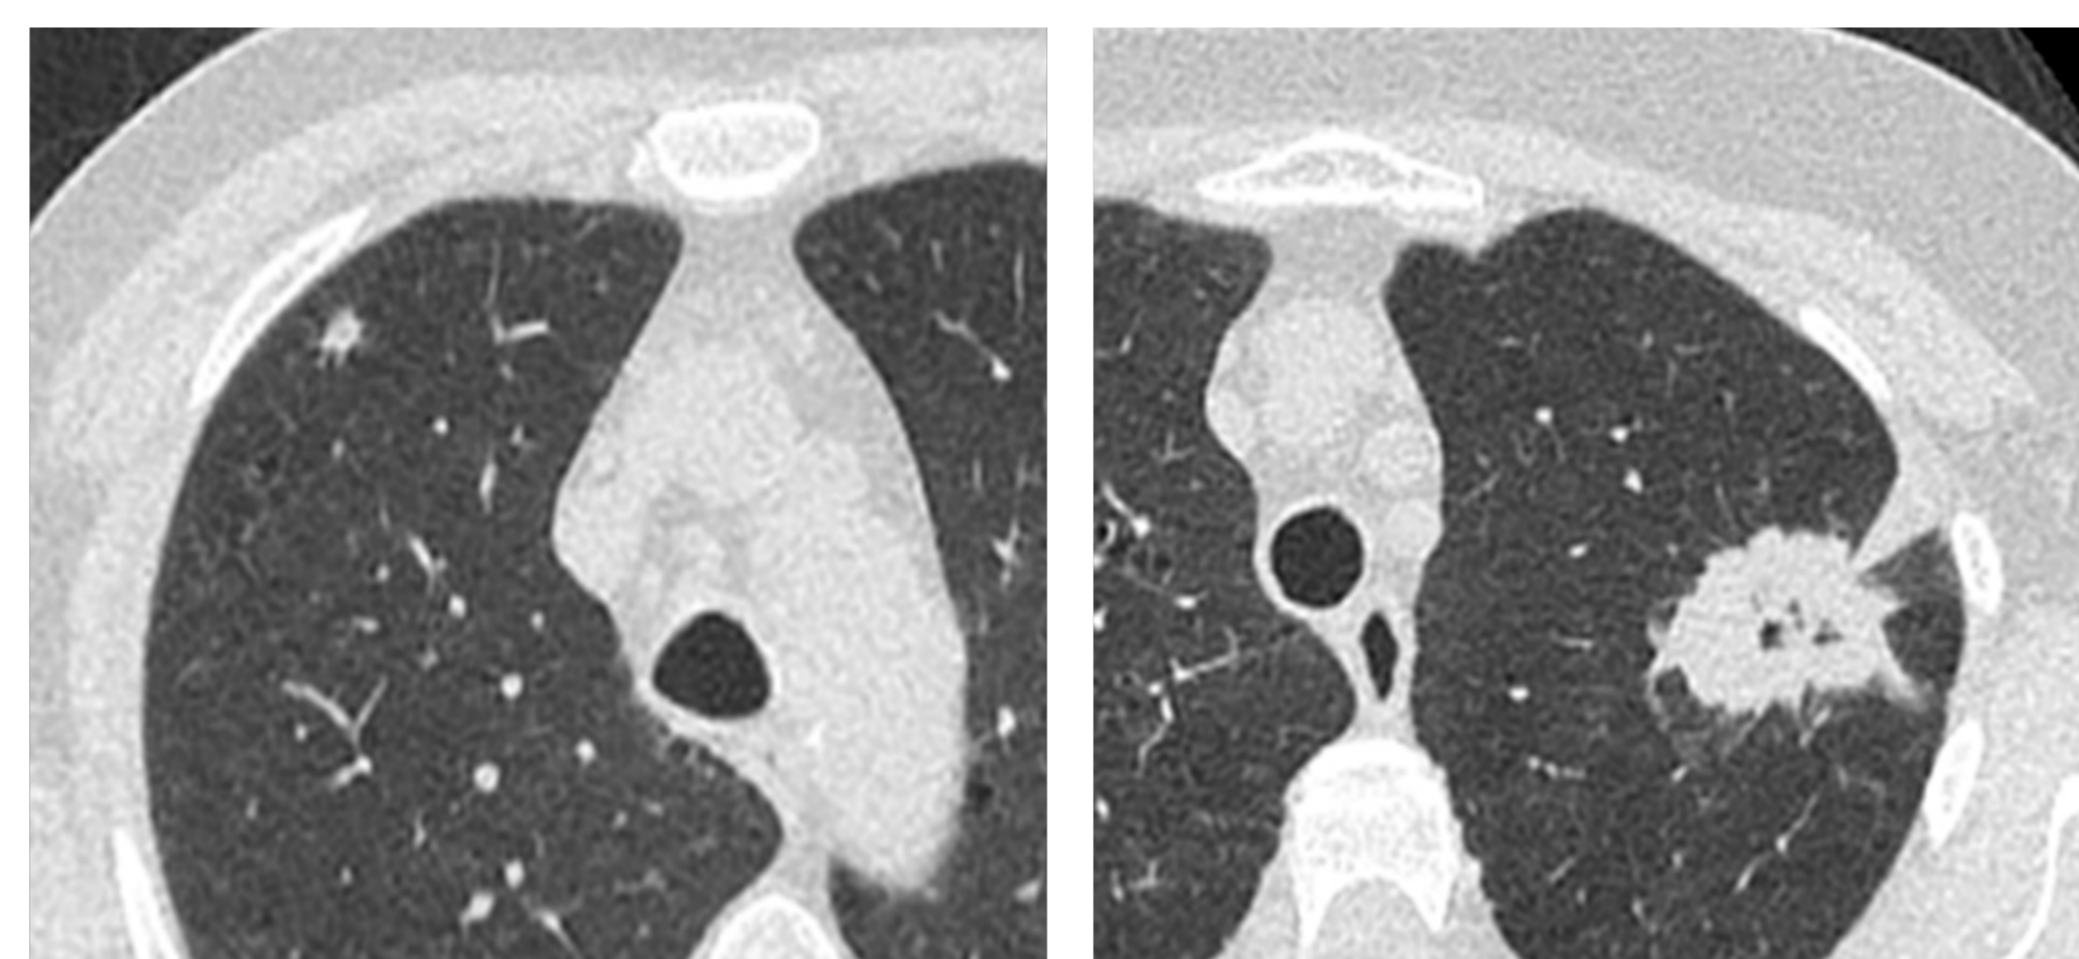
TDM représentative d'un Lung-RADS 3 Image 2. TDM représentative d'un Lung-RADS 4X
